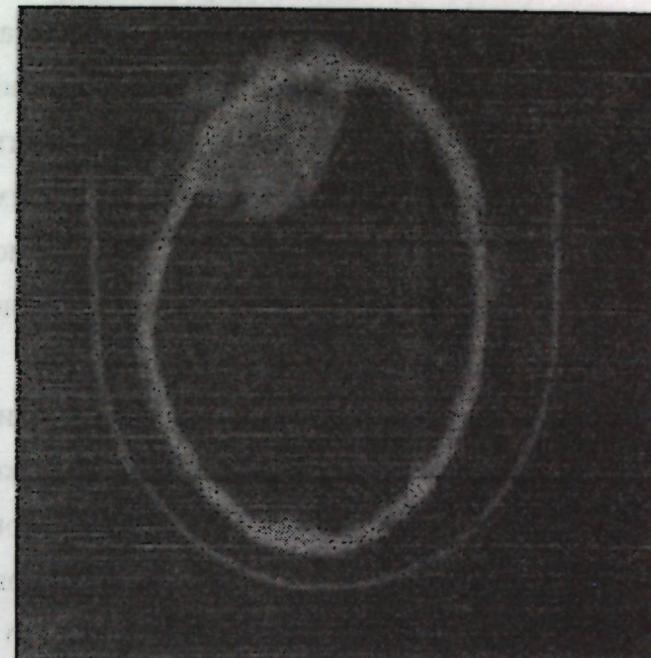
КТ и МРТ с эпи – и субдуральной гематомой.
